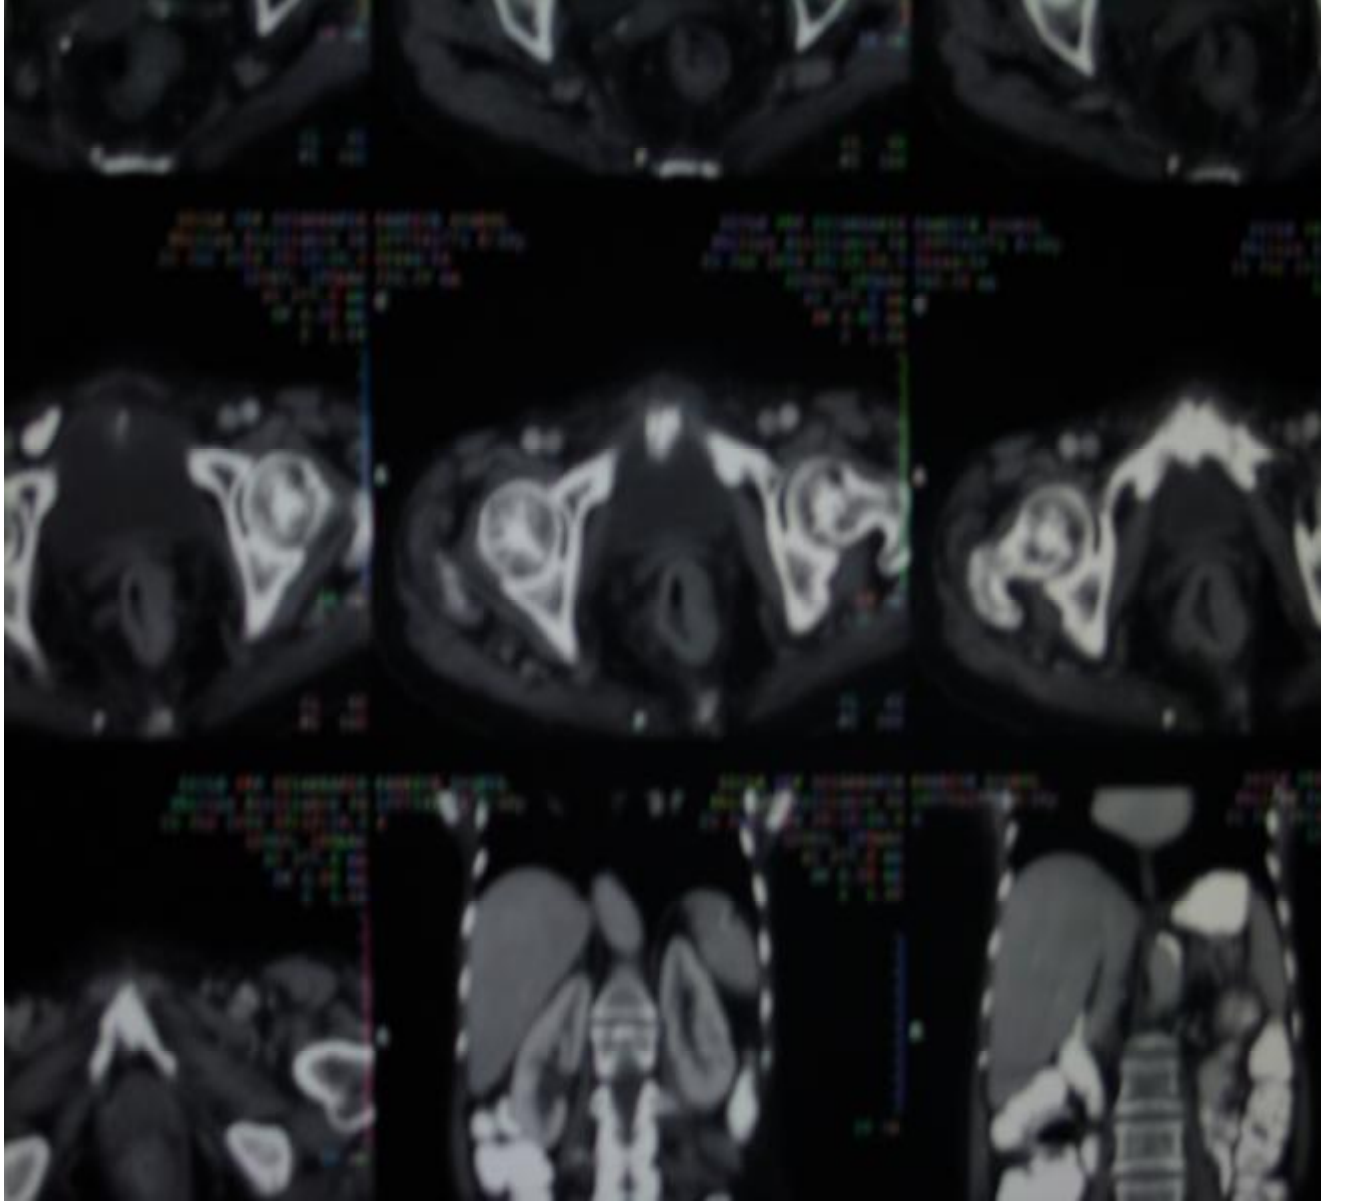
31 yaşında bayan rektum adenokanser nedeniyle takip edilen olgunun kemik sintigrafisi. Sol bacakta ağrı şikayeti nedeniyle çekilen rutin kemik sintigrafisinde sol femur başı ve asetabuler bölgede artmış osteoblastik aktivite tutulumu izlendi. Hastanın serum CEA değeri 4.87ng/ml idi. Yapılan işaretli monoklonal antikor sintigrafisinde sol femur başı ve asetabuler bölgede ,batın sol tarafta odaksal tarzda(kolostomi yeri) , rektosigmoid bölge ve mezenterik alanda aktivite tutulumu izlendi(Şekil 6). Batın –pelvik BT’si rektumda lümeni tıkayan kitle lezyonu,perirektal yağlı doku içinde kalsifiye lenf nodu.,serviksle arasındaki yağ planları silinmiş olarak değerlendirildi.Hastada patolojik kırık gelişmesi üzerine sol femur başına protez uygulandı.Postoperatif kemik histopatolojisi adenokanser metastazı olarak geldi.
